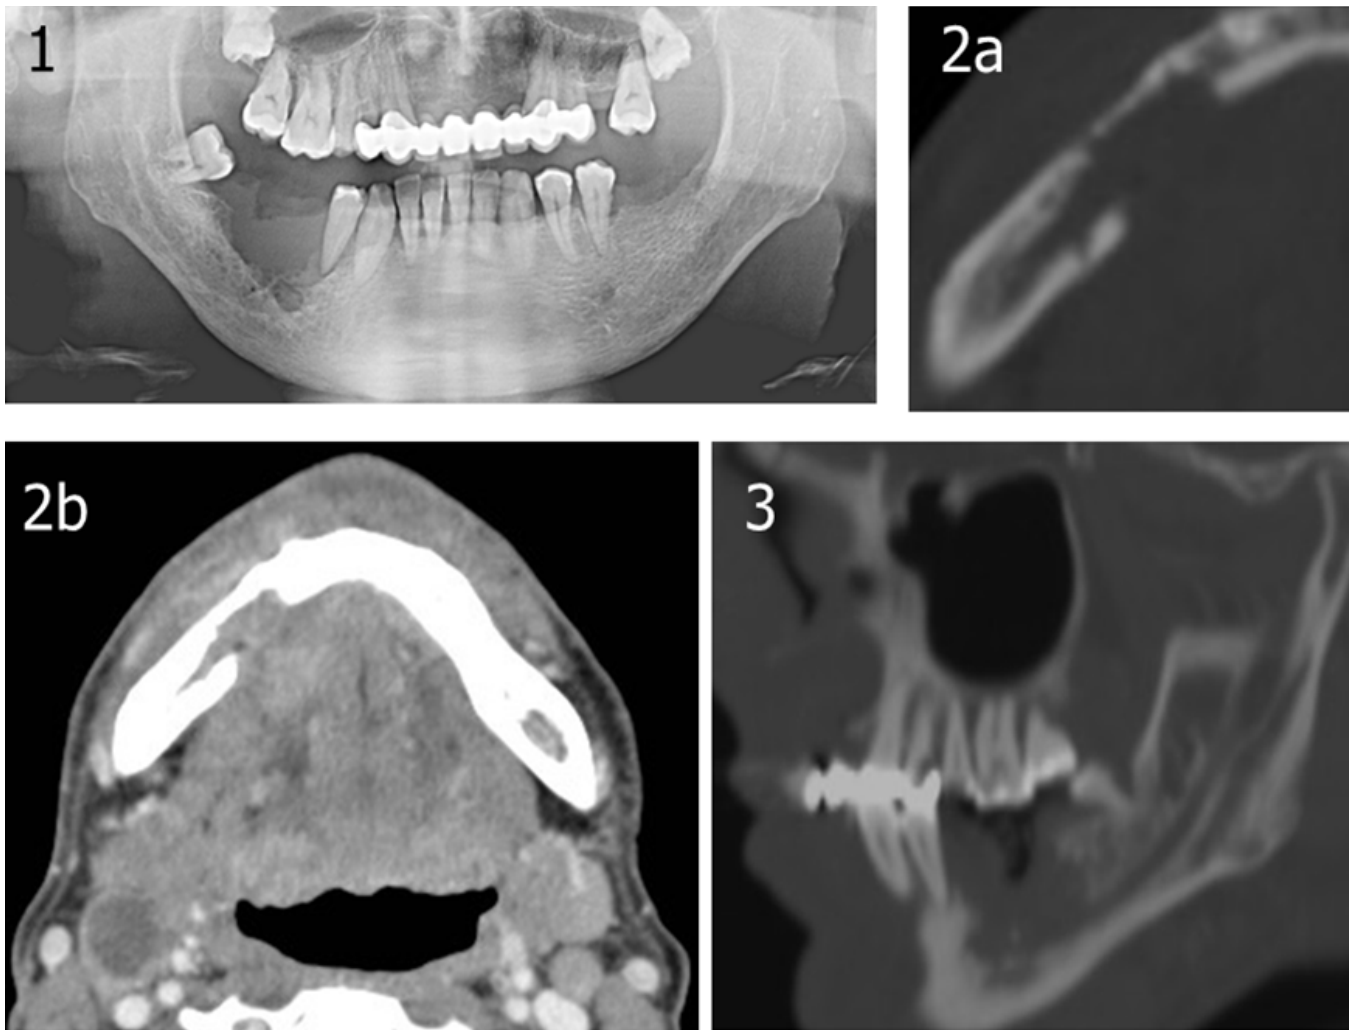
Carcinoma epidermoide. Tumoración mal definida en el suelo de la boca, que se extiende a la musculatura de la lengua e infiltra el cuerpo mandibular derecho. Adenopatía necrótica en nivel II derecho. 1: OPT; 2 (a y b) y 3: TC (axial y sagital).
